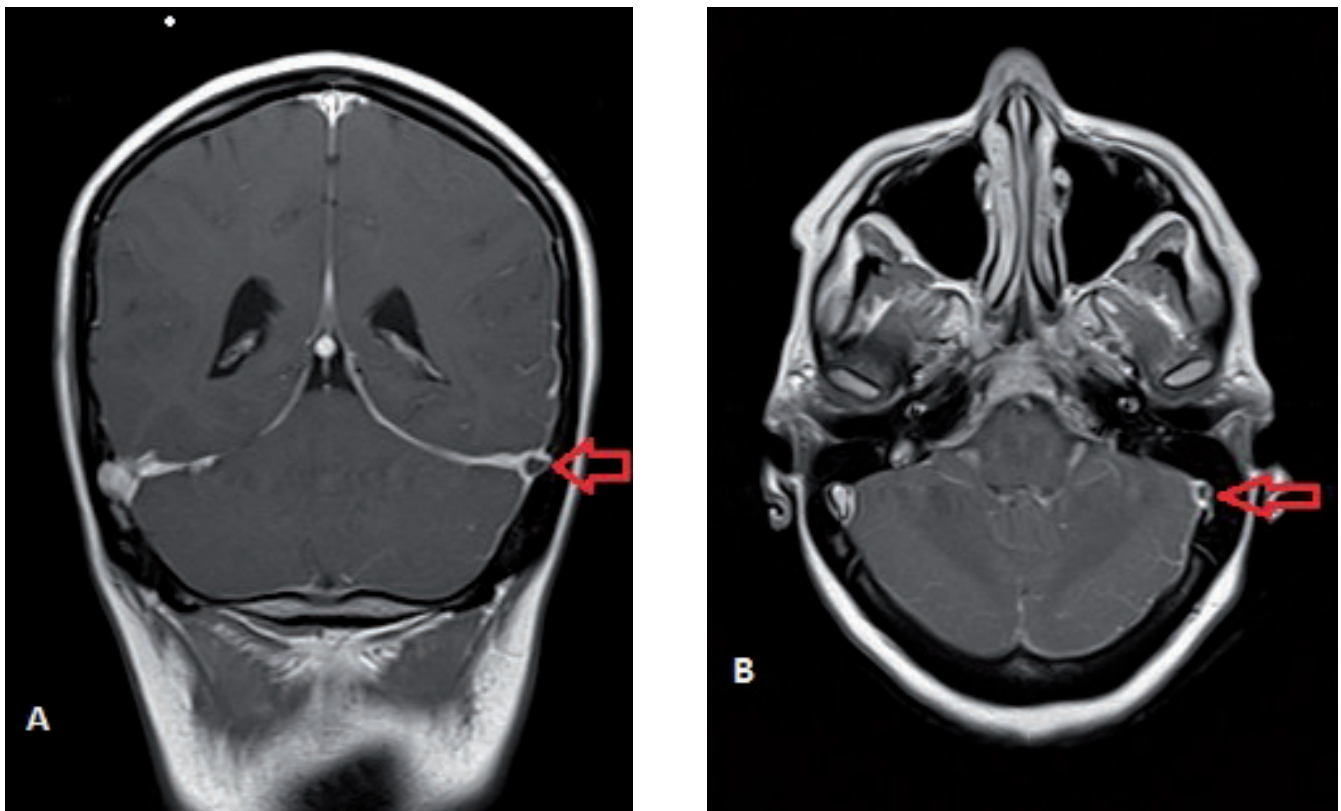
RM -T1 + Contraste. A. Corte coronal, defecto de llenado seno transverso izquierdo. B. Corte axial, alteración del llenado poscontraste seno sigmoideo izquierdo.
